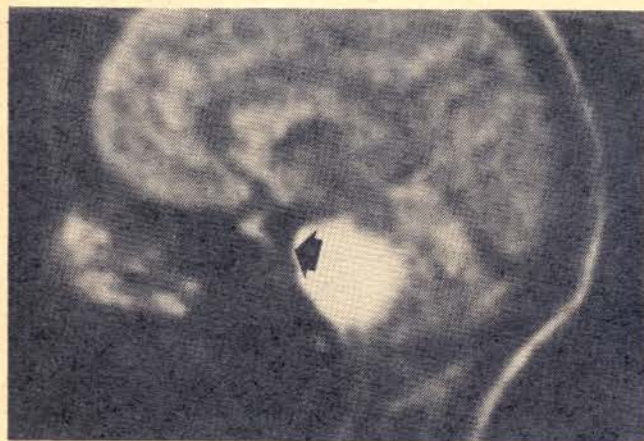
Resonancia Magnética Nuclear: Nótese el corte sagital del cerebro en que se demuestra tumor del cerebelo, con gran detalle de las distintas estructuras. La imagen es obtenida mediante la activación de un campo magnético generado por los protones.
